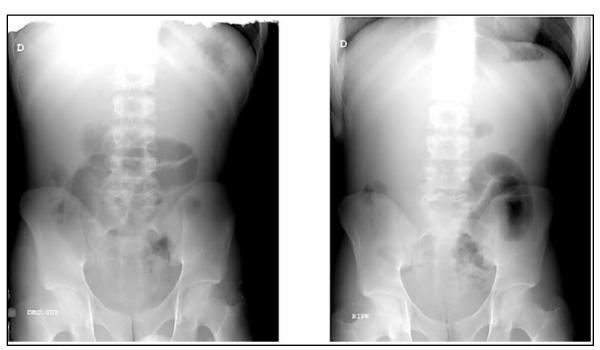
Radiografías en serie de abdomen agudo (Abdomen de pie y abdomen acostado). Distensión de asa intestinales sin patrón característico, llama la atención tendencia de asa en centinela. Fuente: imágenes propias.
